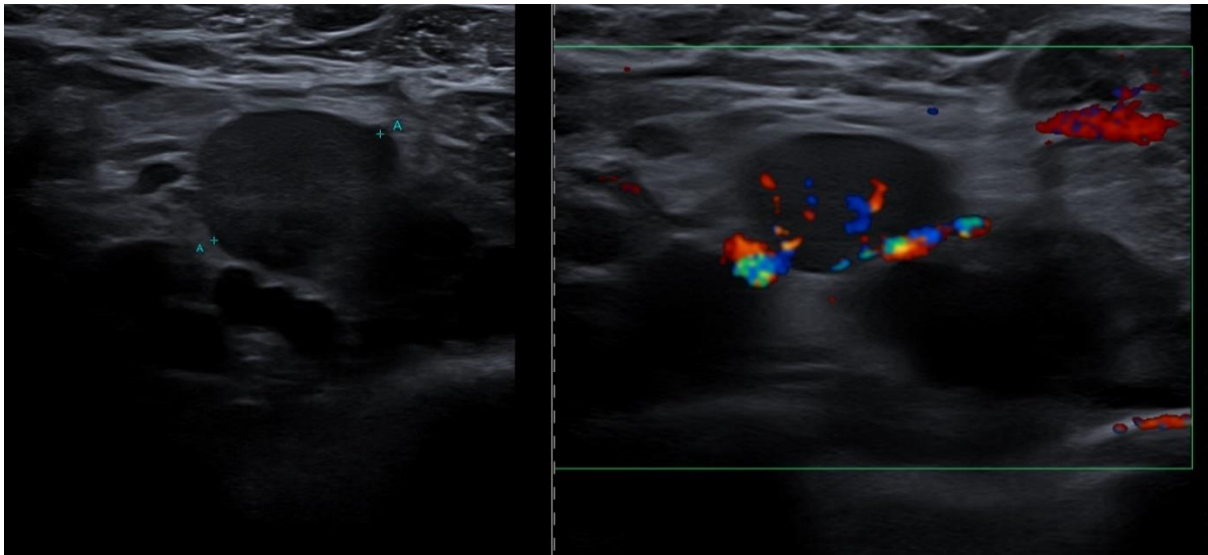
Sonographische Abbildung eines rundlich transformierten, hypoechoenen sowie deutlich hyperperfundierten intramammären Lymphknotens bei diffus großzelligem B-Zell- Lymphom
